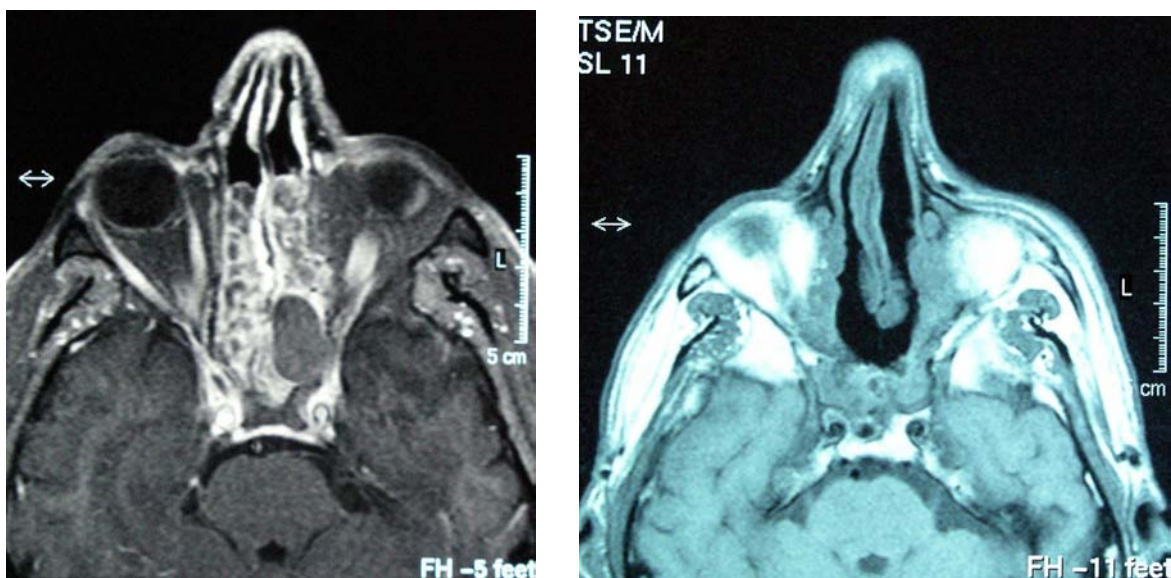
3 Jahre postoperatives T1-gewichtetes MRT mit Kontrastmittel (links) zeigt eine kugelige, glatt begrenzte kontrastarme Raumforderung im Bereich der linken Keilbeinhöhle, die einer Mukozele entspricht. Das Kontroll-MRT 3 Monate nach Marsupialisation durch eine Keilbeinhöhlendrainage Typ III nach Draf zeigt reizlose Schleimhautverhältnisse (rechts).
